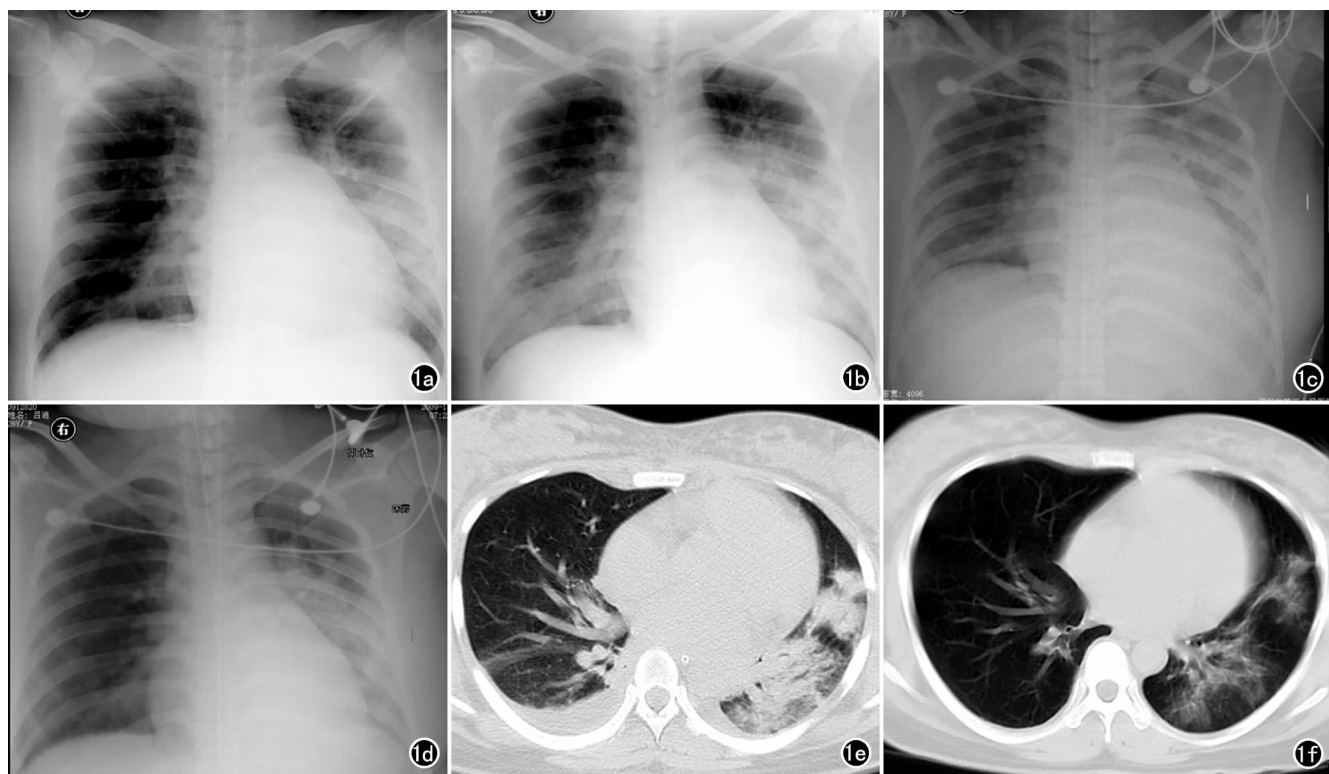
病例 1, 女, 28 岁, 剖宫术后 1 天, 确诊为甲型 H1N1 流感(危重型)。a) 入院时床旁 CR 片示左中下肺野大片状密度增高影, 左肋膈角尚清晰, 右心膈角处见小片状影; b) 治疗 6 小时床旁 CR 片示左肺病灶范围增大, 向上扩展, 左肋膈角显示不清, 右下肺片状模糊影较前增大; c) 治疗 1 天床旁 CR 片示左肺病灶范围进一步增大, 左肺呈“白肺”改变, 右肺病灶有吸收; d) 治疗 2 天床旁 CR 片示左肺病灶密度稍变淡, 左上肺野清晰, 病灶范围缩小, 右心膈角仍见小淡薄影。提示治疗好转, 临床症状明显改善; e) 治疗 3 天 CT 扫描示左肺下叶见大片状实变影, 其内见充气支气管征。右肺见条索影, 双侧胸膜腔少量液体; f) 治疗 1 周 CT 扫描示左肺下叶仍见密度较淡斑片状及条索状影, 胸膜稍增厚, 右侧病灶吸收。
